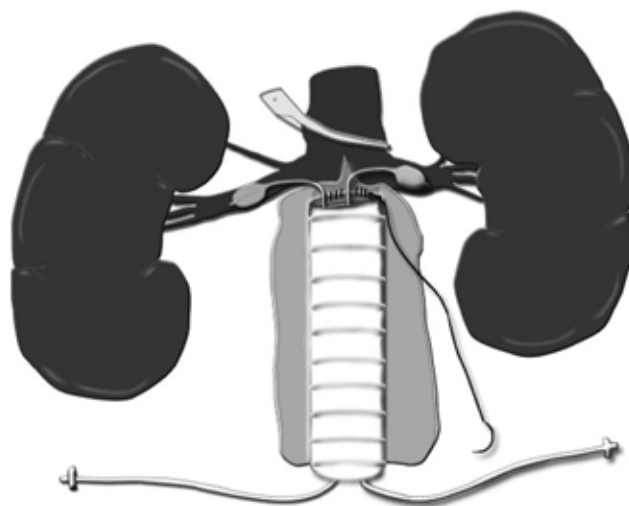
Способ проведения селективной холодной перфузии почек [28]
